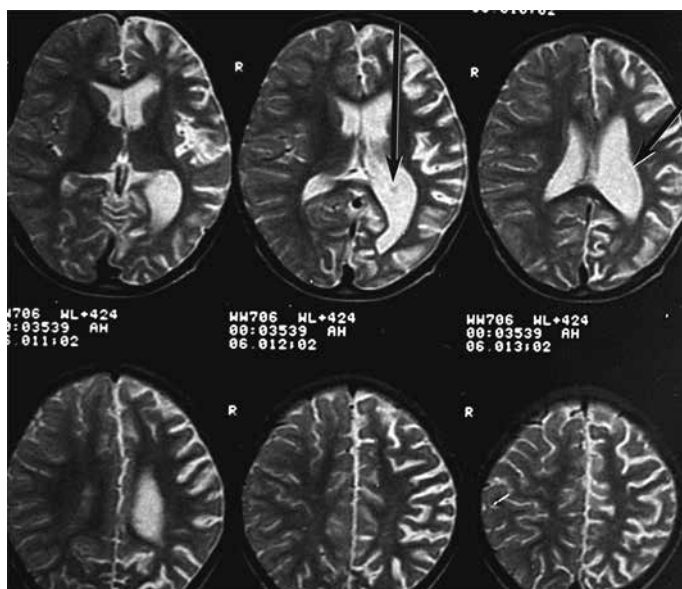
Магнитно-резонансная томограмма: левосторонняя гемиатрофия вследствие кровоизлияния
